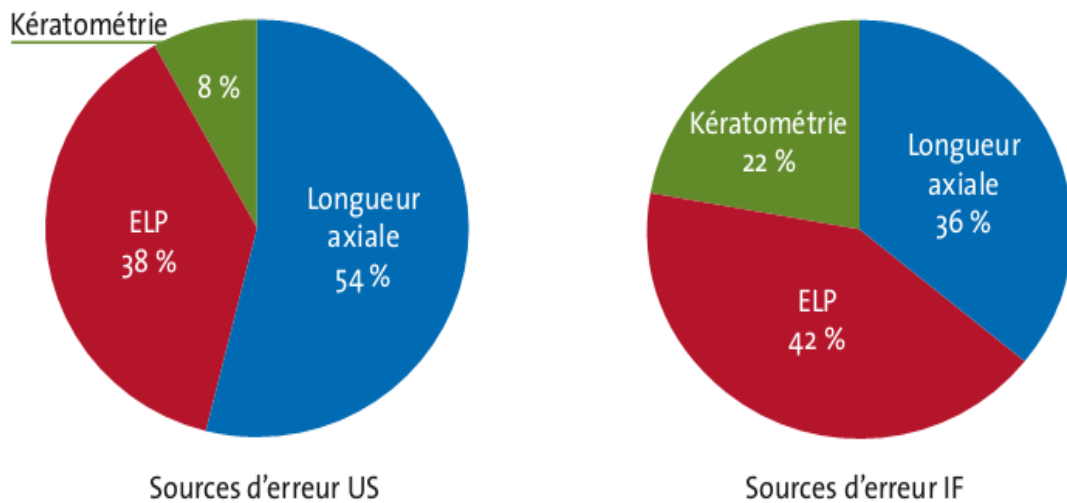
Sources d'erreur dans le calcul de la puissance de l'implant en fonction de la technique de biométrie utilisée, biométrie ultrasonore (US) versus biométrie par rayonnement infrarouge (IF).
